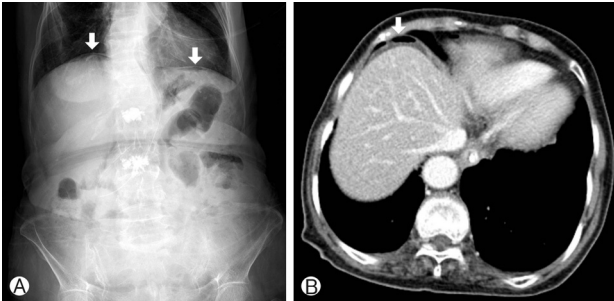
The next day after Fig. 1. (A) Newly appeared free gas within the peritoneal cavity was detected on an erect abdominal radiograph. (B) Cross-section abdominal computed tomography scan revealed a collection of air anterior to the liver.
